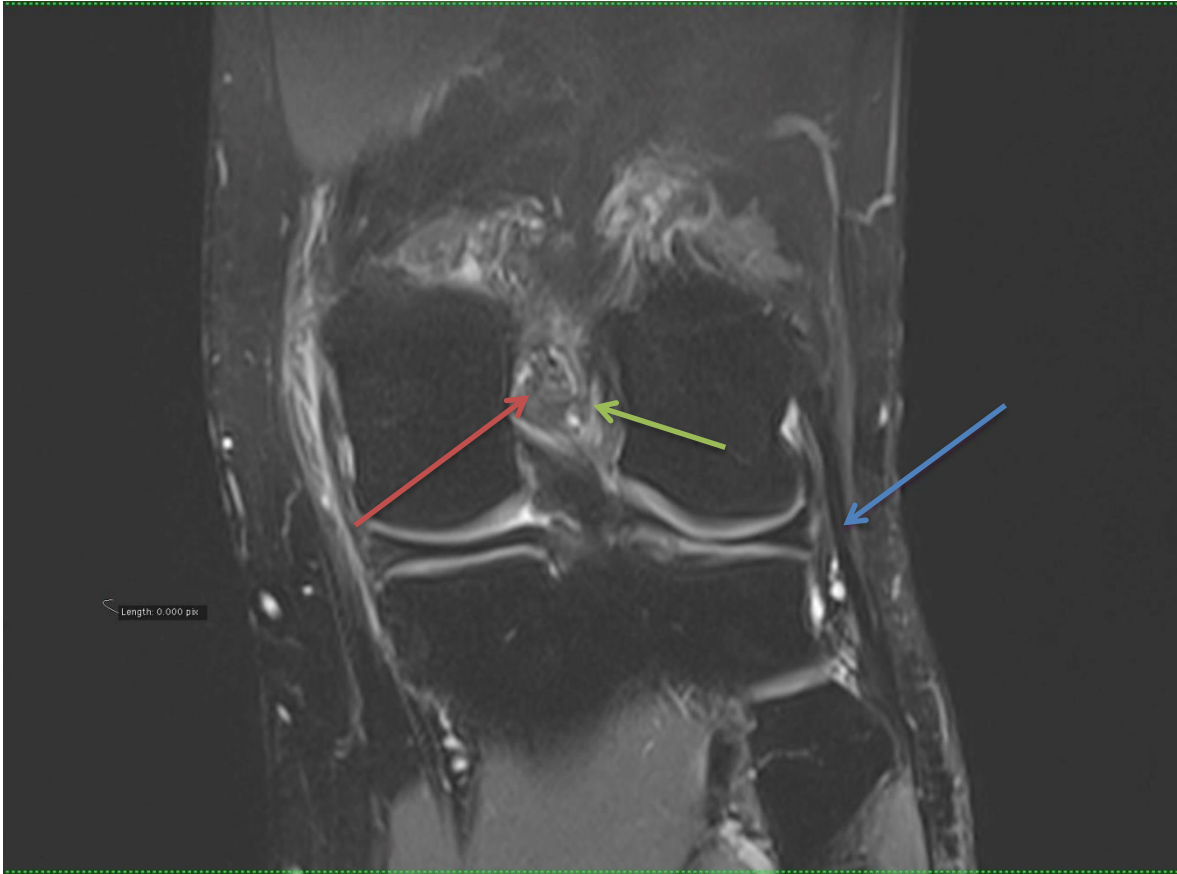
Imagine RMN secțiune coronală, PDFs.
